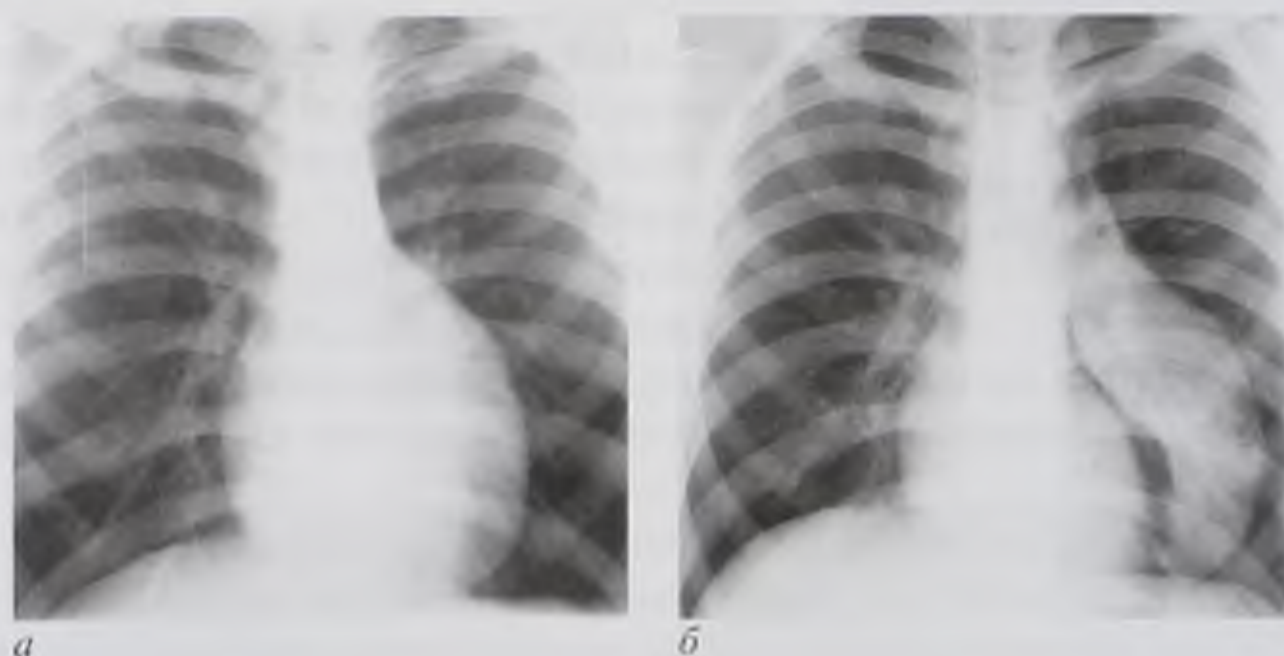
Рентгенограммы груди в прямой проекции: а — нативная (расширение «сердечной» тени влево); б — пневмомедиастинограмма (газ, введенный в средостение, отслоил от сердца опухоль, исходящую из левой доли вилочковой железы)
